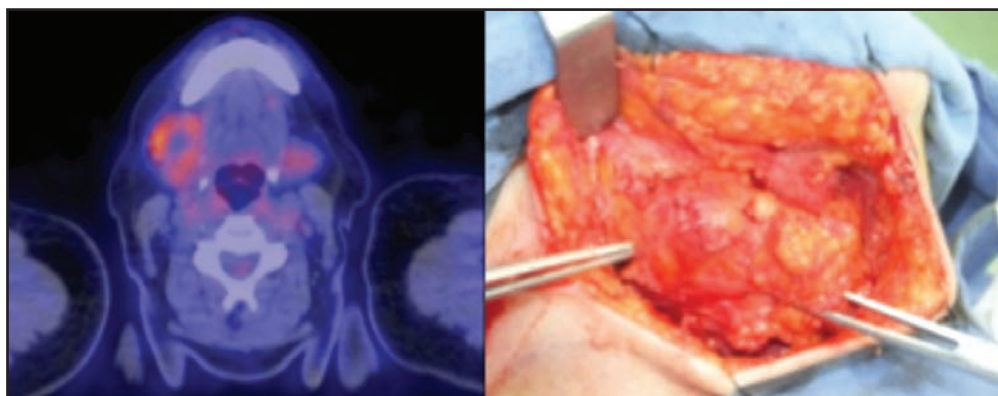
A Captación PET/CT zona I derecha. B Masa en nivel I de disección supraomohioidea de cuello derecho.
